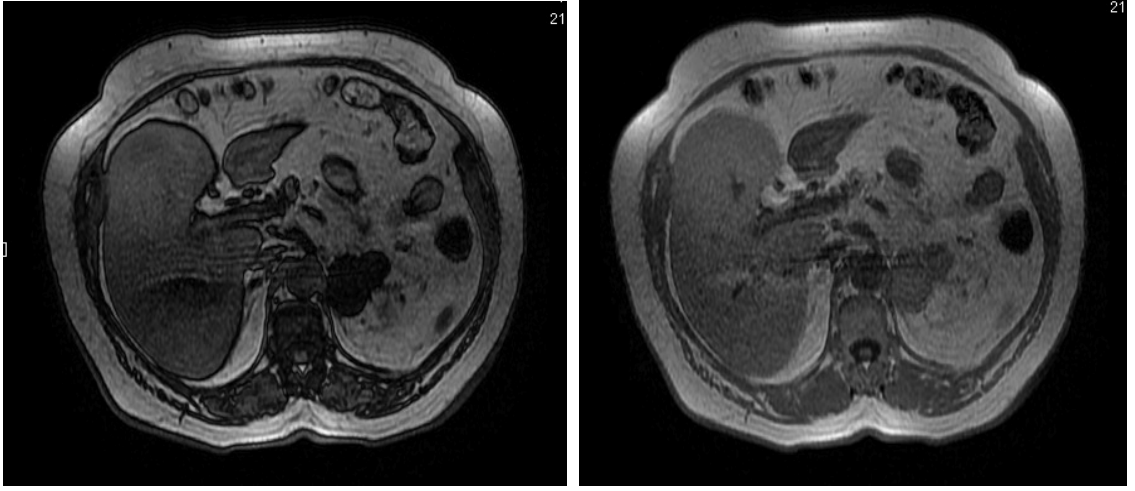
a, b. Sol adrenal bezde adenom ile uyumlu lezyon. MRG incelemede lezyon sinyalinin karşı fazda (2a) iç faza (2b) göre daha düşük olduğu izlenmektedir.
